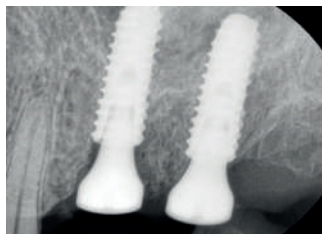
Прицельная рентгенограмма после операции
